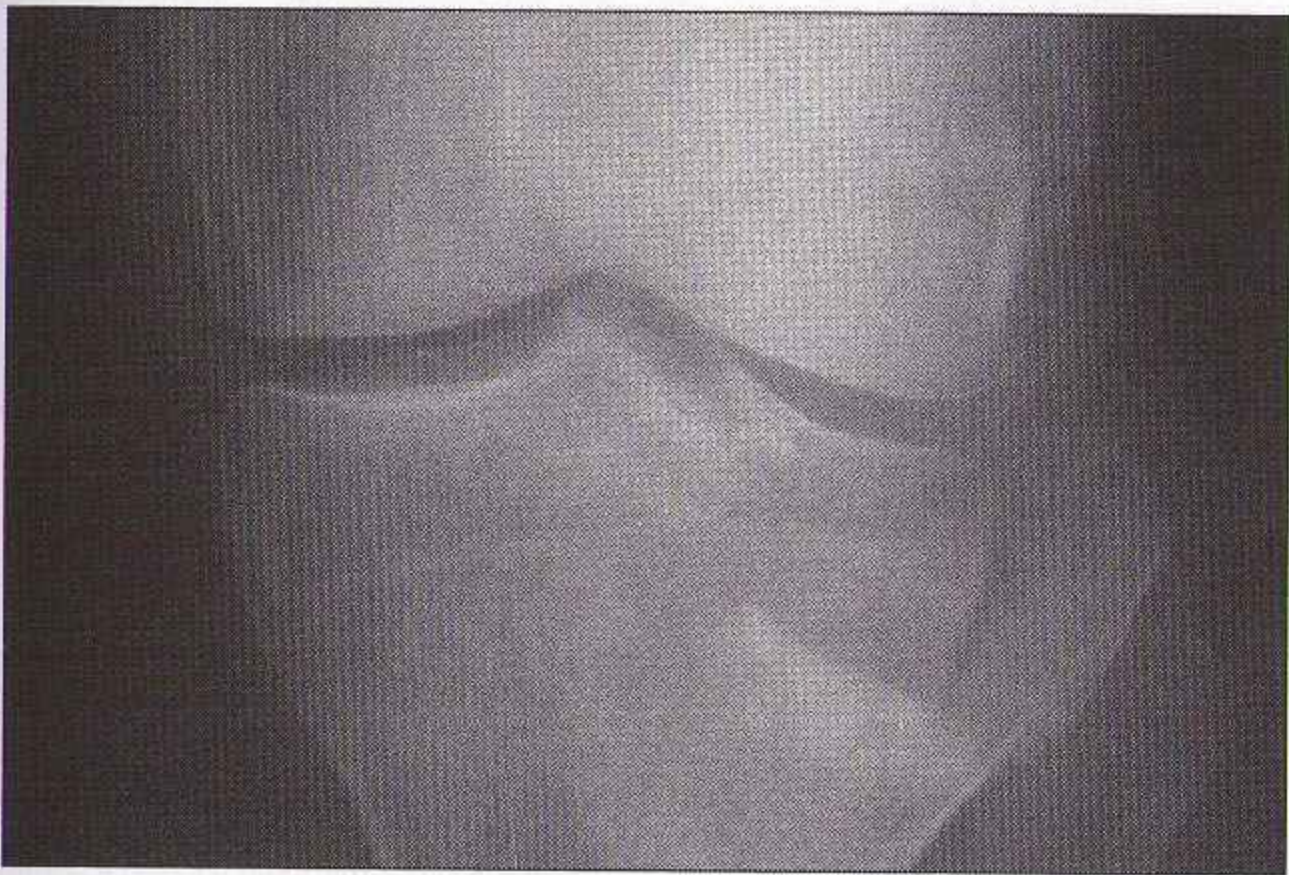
Fracture du plateau tibial latéral : tous les signes radiographiques sont visibles : le trait de fracture, la zone dense (condensation) indiquant une impaction, le déplacement externe du bord du tibia.*
